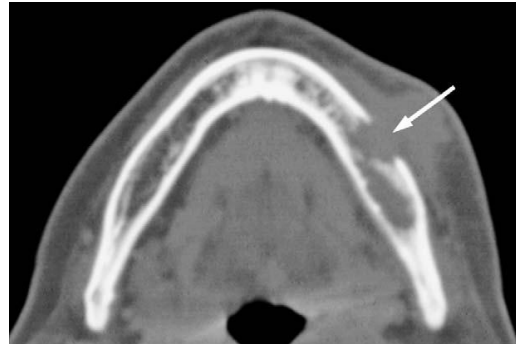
Tomografia computadorizada (corte axial), presença de osteomielite de origem bacteriana. É possível verificar a perfuração da cortical óssea [25].
